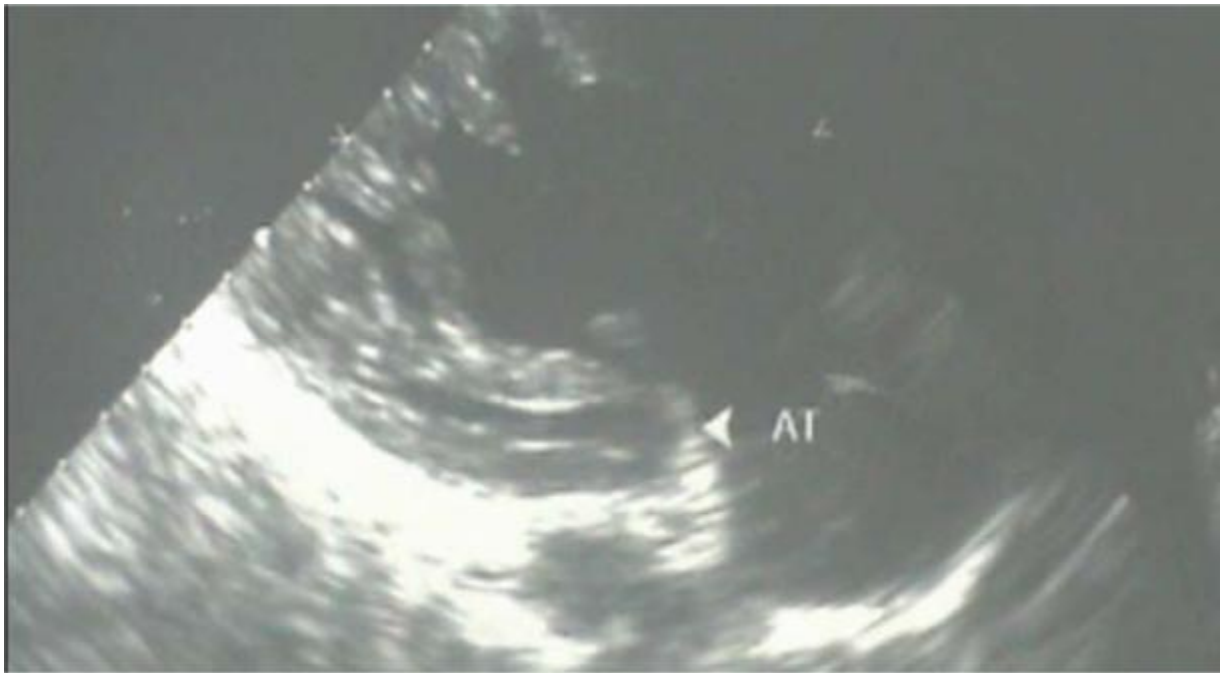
Echocardiographie transthoracique montrant une atrésie tricuspide, avec situs inversus et dilatation aortique
